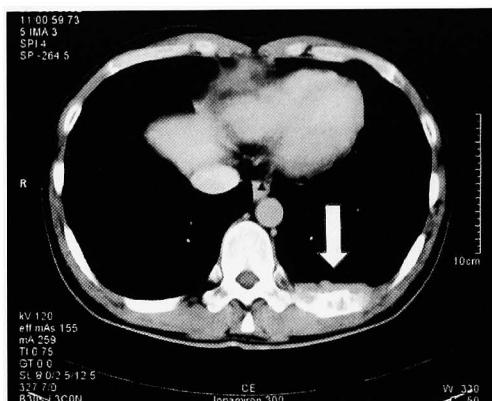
CT shows a tumor of the 10th costa and bone destruction (arrow).
